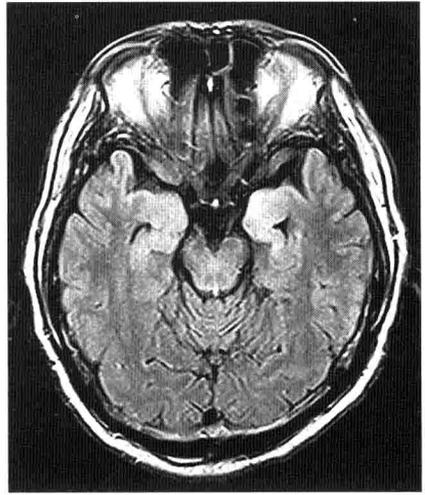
2008年12月11日头颅MRI: FLAIR像显示治疗后病灶范围较前缩小,脑回肿胀减轻
